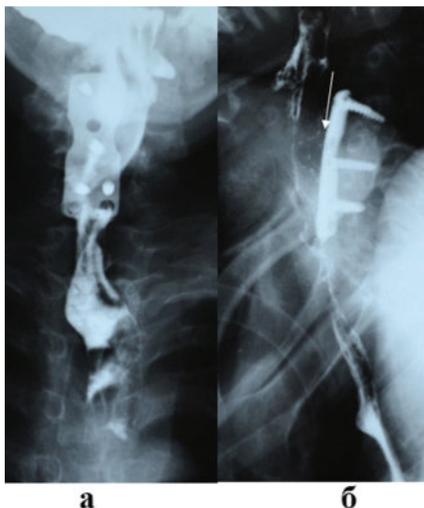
Рентгеноконтрастное исследование пищевода с жидкой бариевой взвесью в а) прямой и б) боковой проекциях у пациента с пролежнем пищевода титановой пластиной через 11 мес после операции. На уровне позвонков С5-С7 пищевод интимно прилежит к плоскости пластины (белая стрелка). Обращает внимание, что поступления контрастного вещества за контуры пищевода во время исследования нет. Впоследствии на операции выявлено, что задняя стенка пищевода замещена титановой пластиной на значимом протяжении и вовлечена в грубый рубцово-спаечный процесс.
